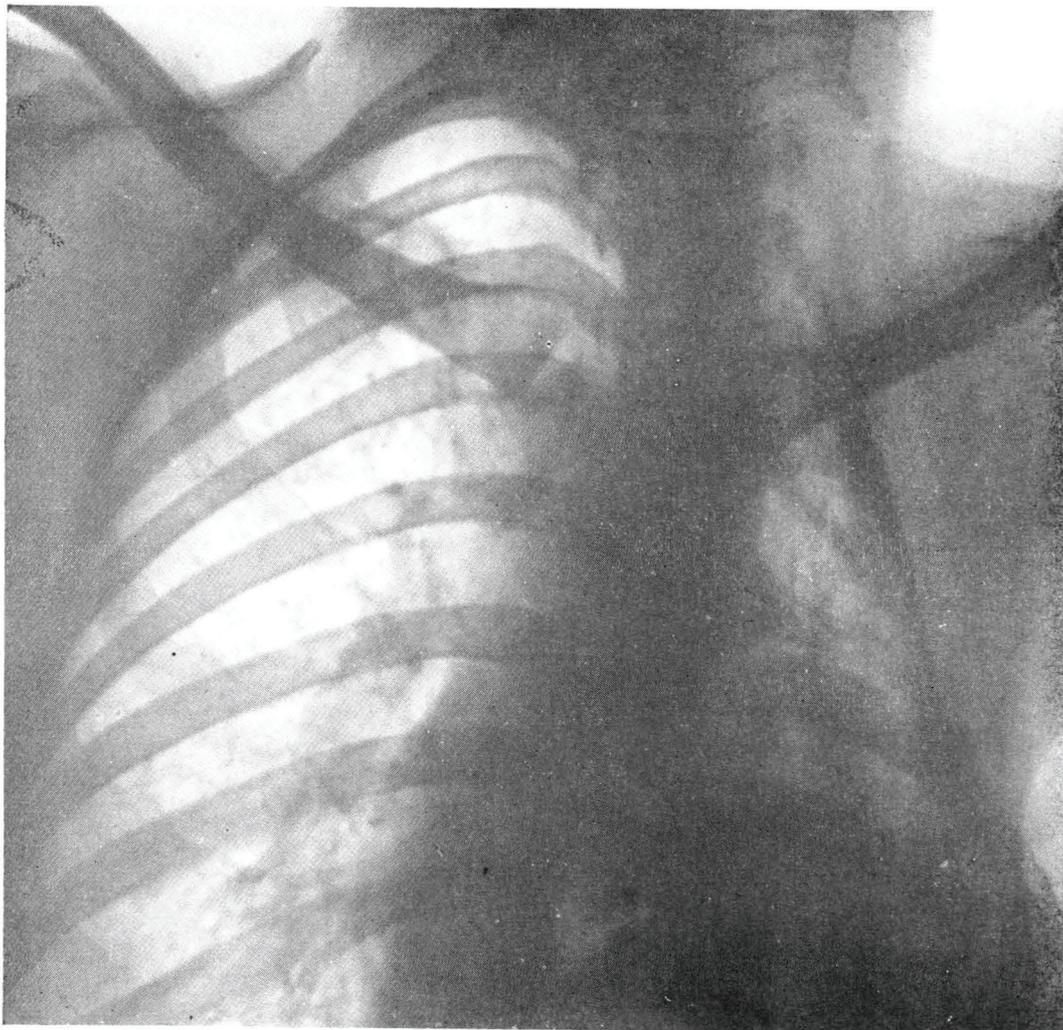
Caso nº 4 — Doente no ingresso do curso — Telerradiografia nº 6.131, de 7-1-948 — Toracoplastia parcial E. e pequena cavidade retro-clavicular D. Esta paciente já se encontrava sob controle de médico particular e não voltou ao Serviço para exames posteriores nem fez o curso.
